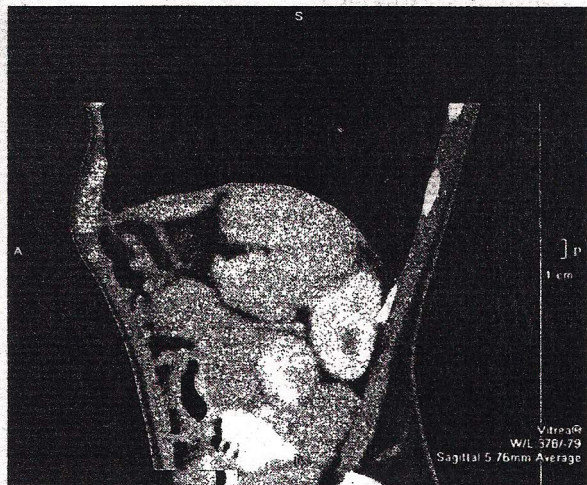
Сагиттальная реконструкция грудной клетки и части брюшной полости, полученная с помощью спиральной компьютерной томографии
